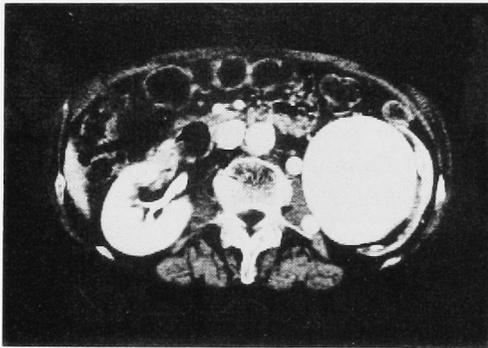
Preoperative CT scan reveals a huge enhanced mass (8×7×7) in the left kidney. Note a large feeding artery and draining vein medial to the aneurysm.
